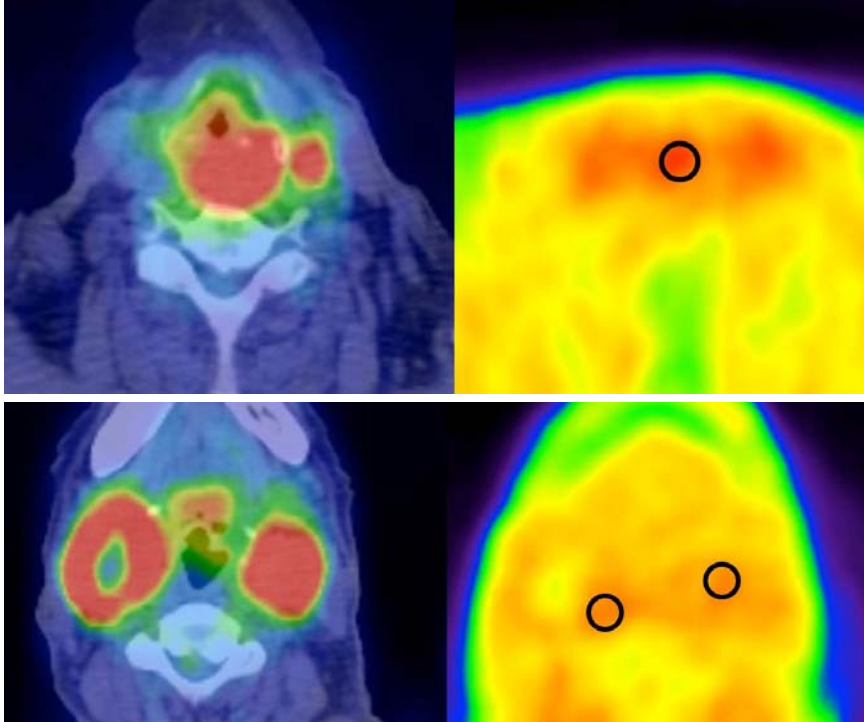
上段：原発巣、下段：頸部リンパ節、左 FDG-PET、右 FRP-170 PET
